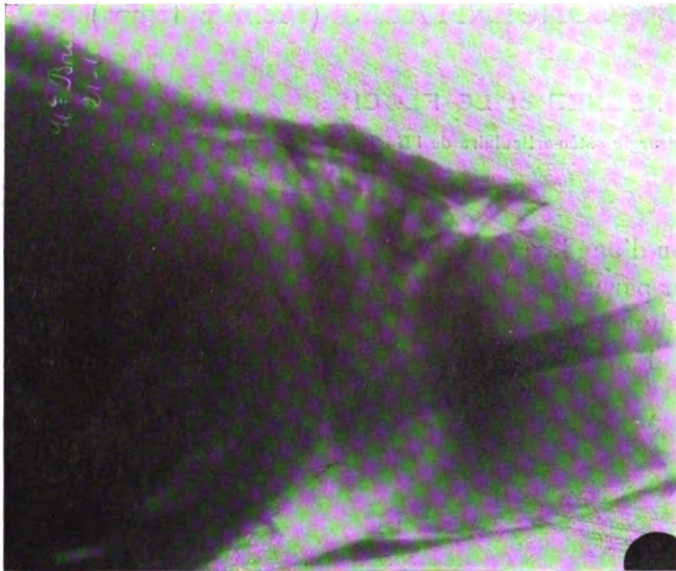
Radiographie de profil du même malade (côté gauche). La réduction n'est pas obtenue, La tête fémorale est en arrière du cotyle. Se reporter au calque (fig. 4).
